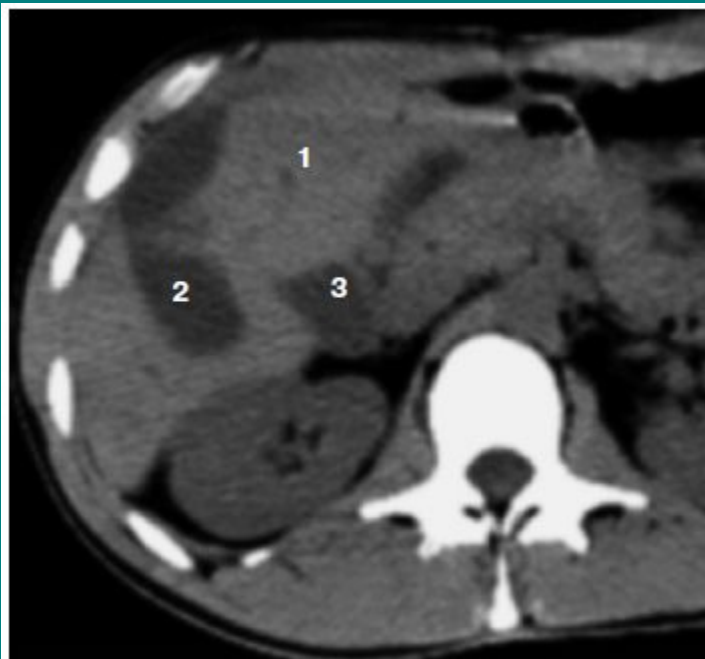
Компьютерная томограмма больного с гемобластомой правой доли печени после колото-резаного ранения. 1 – паренхима печени; 2 – гемобластома; 3 – желчный пузырь.
